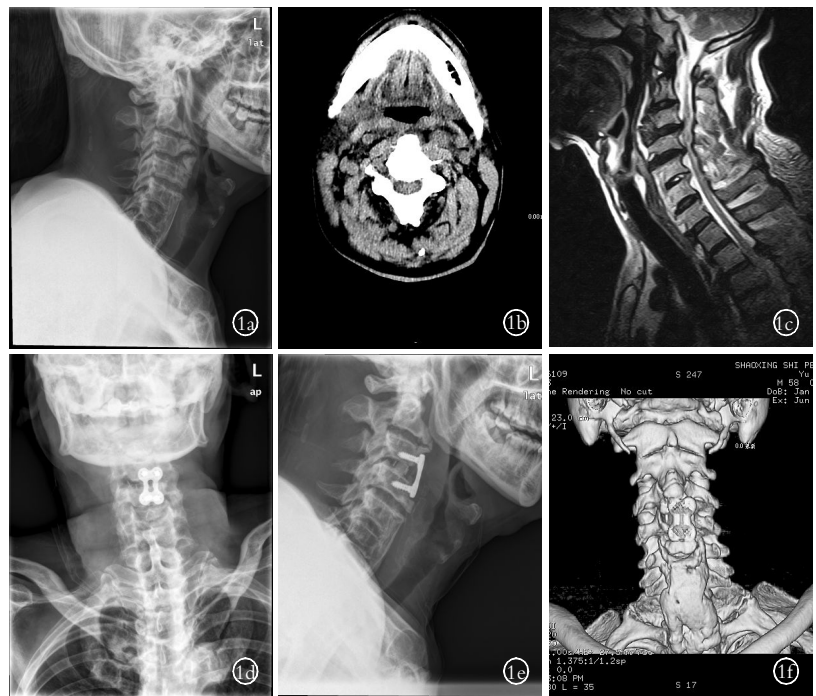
患者,男,58 岁,摔伤致四肢无力麻木 2 d 入院(重度退变组,术前 JOA 评分 8 分) 1a, 1b, 1c. 术前 X 线侧位片、CT、MR 示 C_{2,3}、C_{3,4}、C_{4,5} 椎间盘向后突出,C_{2,3}、C_{3,4} 水平后纵韧带肥厚、钙化,椎体前缘骨质增生明显,C₂、C₃ 椎体前缘小撕性骨片,椎管狭窄,脊髓受压变细,局部脊髓变性 1d, 1e, 1f. 术后 1 周颈椎 X 线正侧位片和颈椎三维 CT 重建示椎体融合器及内固定位置好,椎体前缘增生骨质明显减少
